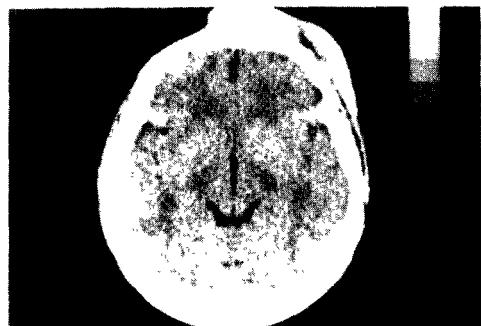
Brain CT finding shows isodense soft tissue mass on left scalp.
